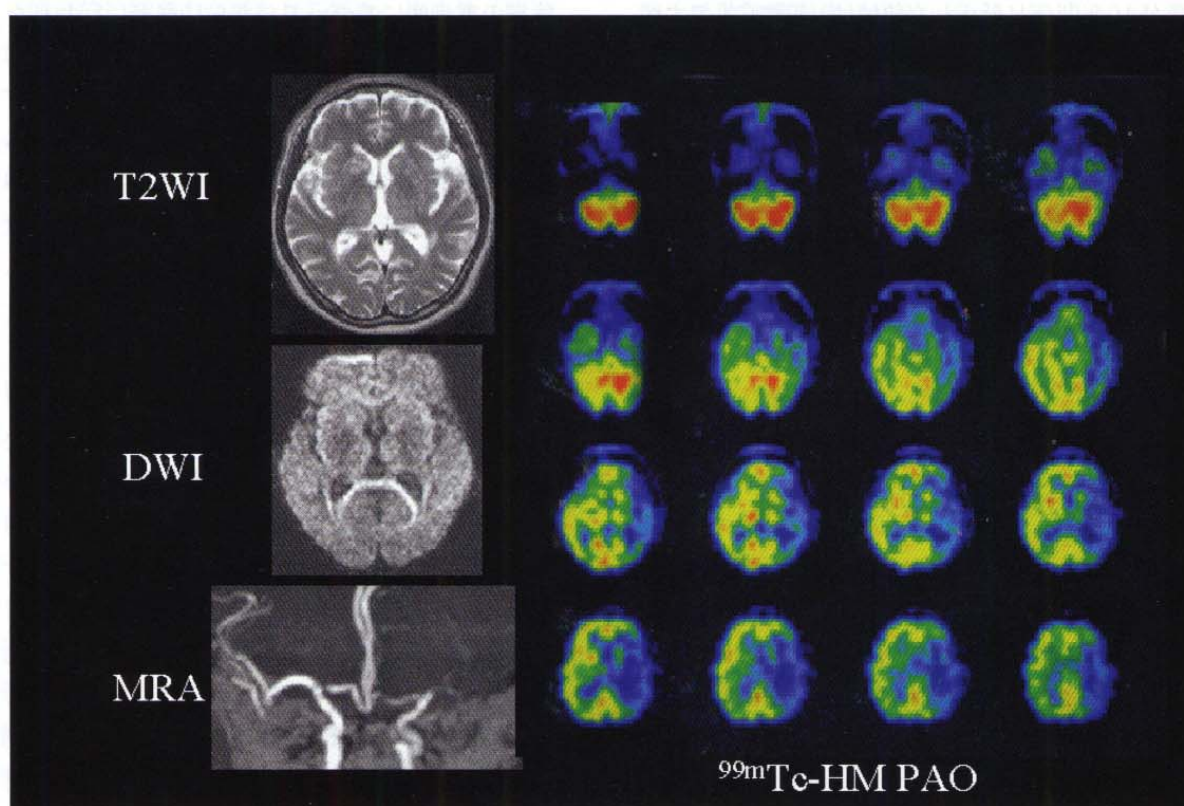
68才男。左中大脳動脈塞栓性閉塞。発症3時間目の脳血流SPECT、MR T₂強調画像 (T₂WI)、および拡散強調画像 (DWI)、MR angiography (MRA)。
